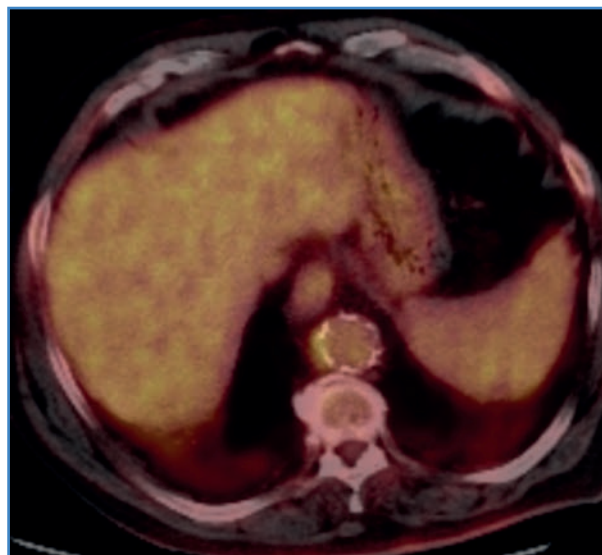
Corte axial PET-TC-FDG torácico. Intensa captación de FDG en aorta torácica descendente (SUVmax 13,22).
